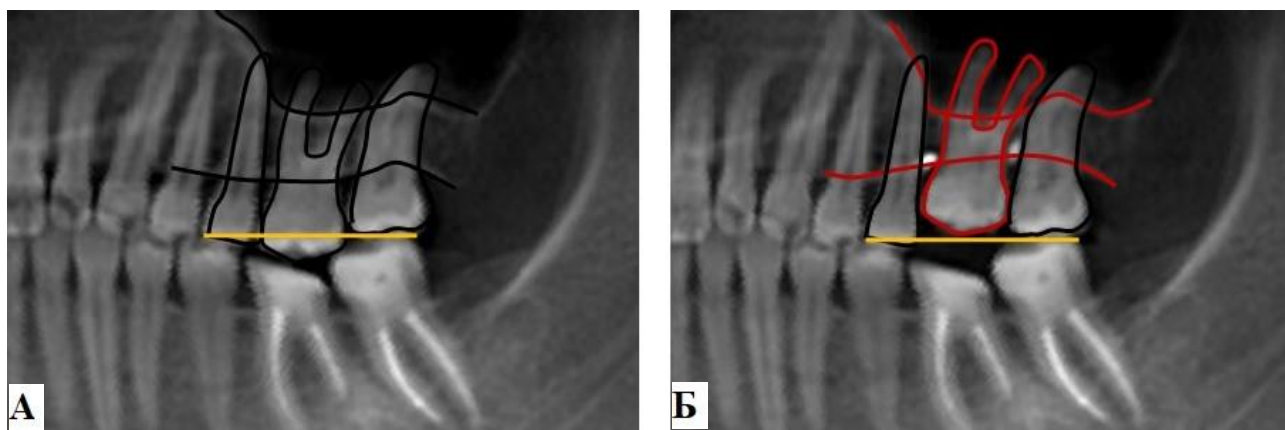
Рентгенологическое обследование пациента Е.
